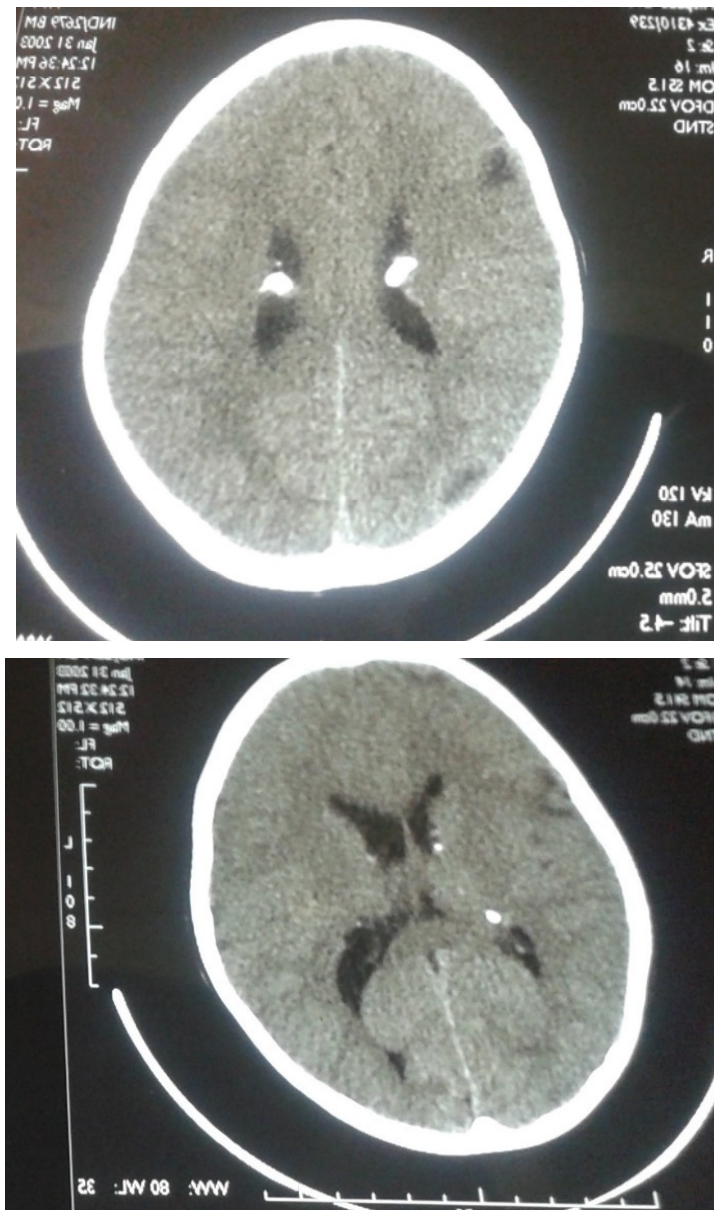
La TDM cérébrale objectivant la présence des nodules corticaux et ventriculaire de taille et de densité variable.
